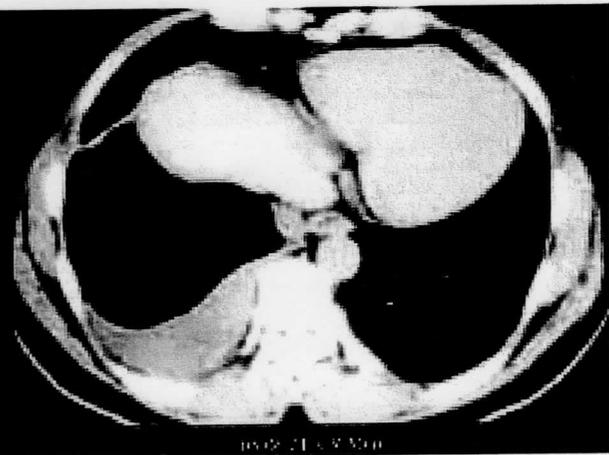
Chest CT 10mm thickness. CT taken 1 year 9 months before reveals thickened pleura with effusion.
